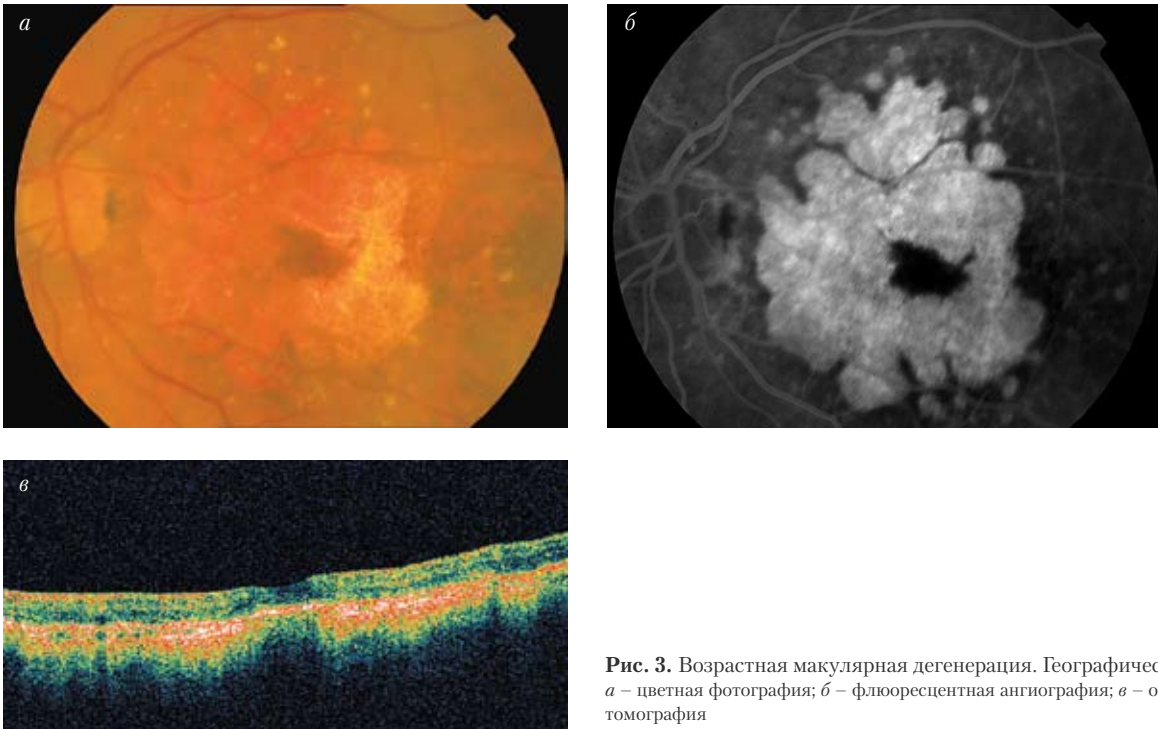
Возрастная макулярная дегенерация. Географическая атрофия: *а* – цветная фотография; *б* – флюоресцентная ангиография; *в* – оптическая когерентная томография
